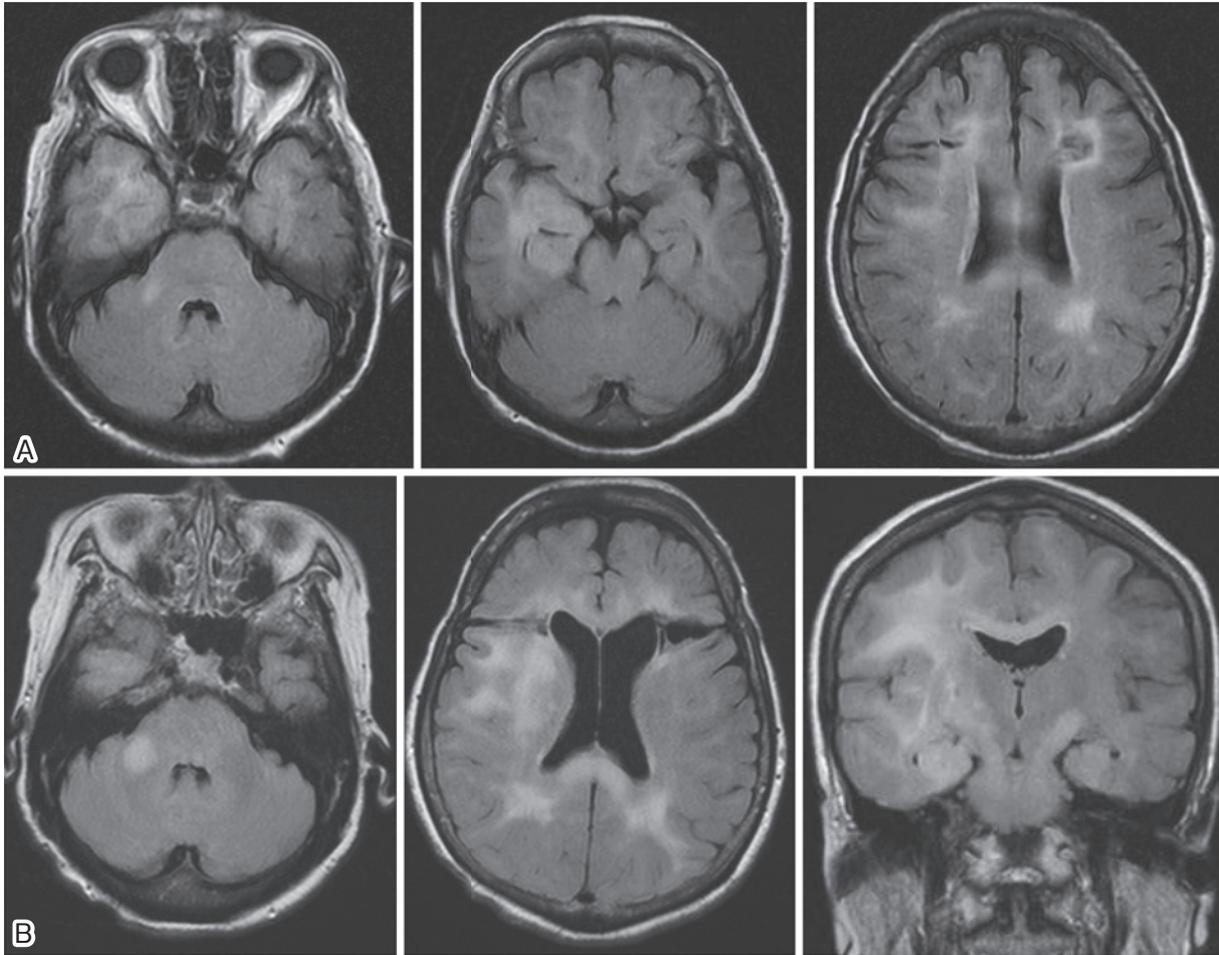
Brain MRI of our case.
